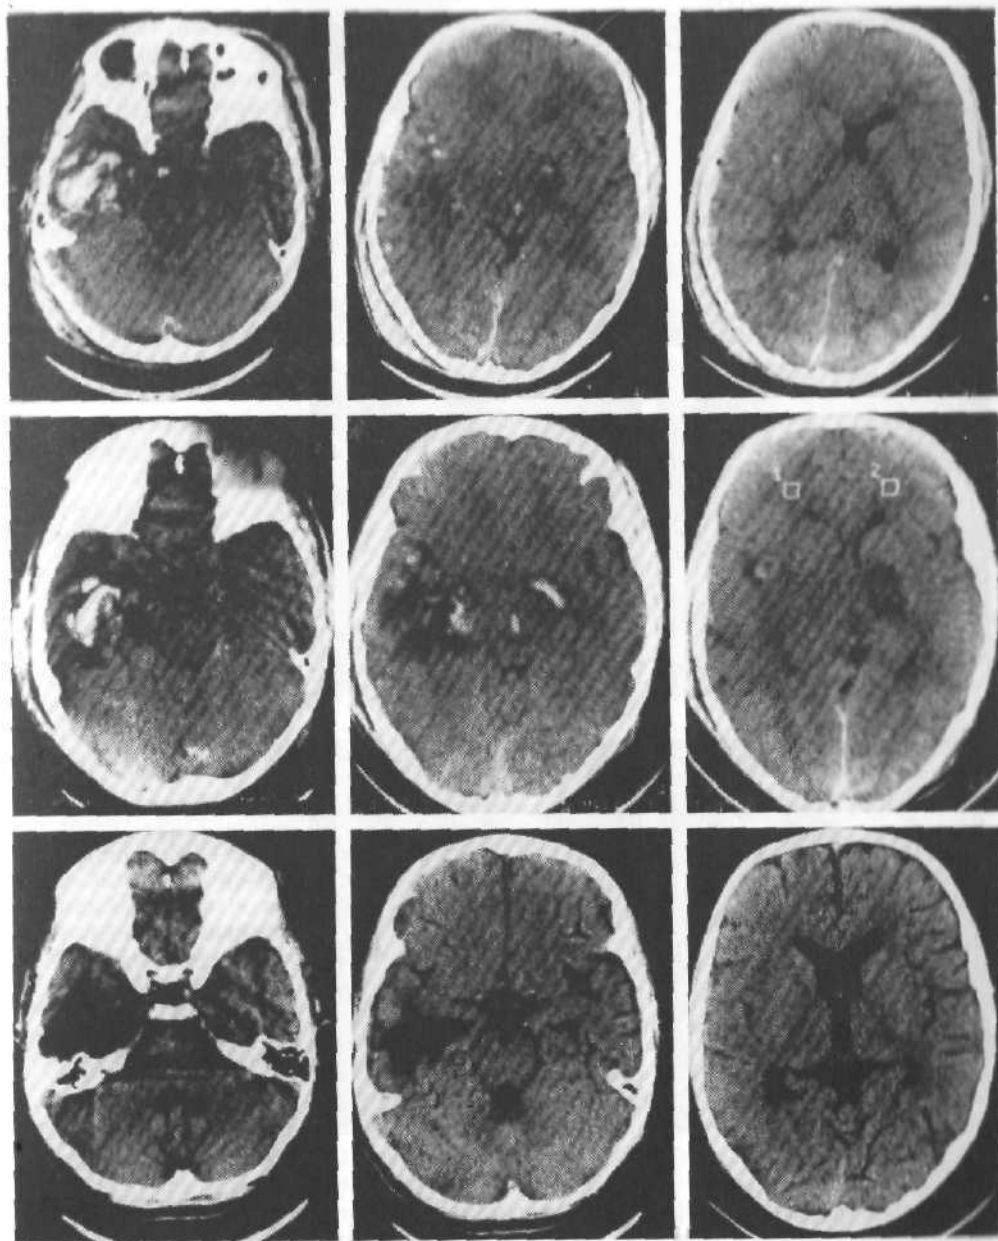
Компьютерные томограммы. Очаг размозжения в височной доле справа. Консервативное лечение.
